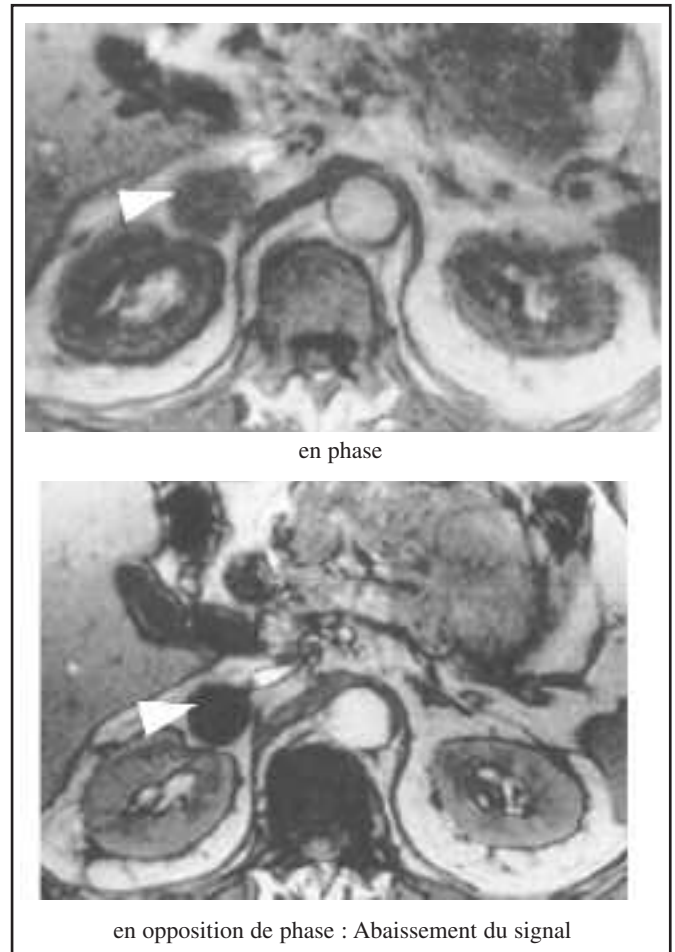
IRM en phase / opposition de phase
